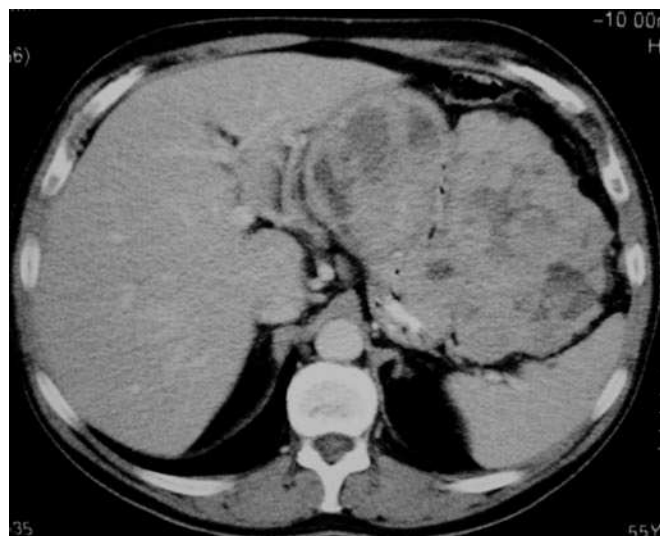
TC con contraste intravenoso y oral en la que se observa una gran masa sólida en contacto con el fundus y la curvatura mayor gástrica y que se extiende hacia el abdomen izquierdo. Su densidad es heterogénea, con áreas de necrosis en su interior. La extensa necrosis y el prominente componente extragástrico son típicos de los tumores de células estromales malignos.
